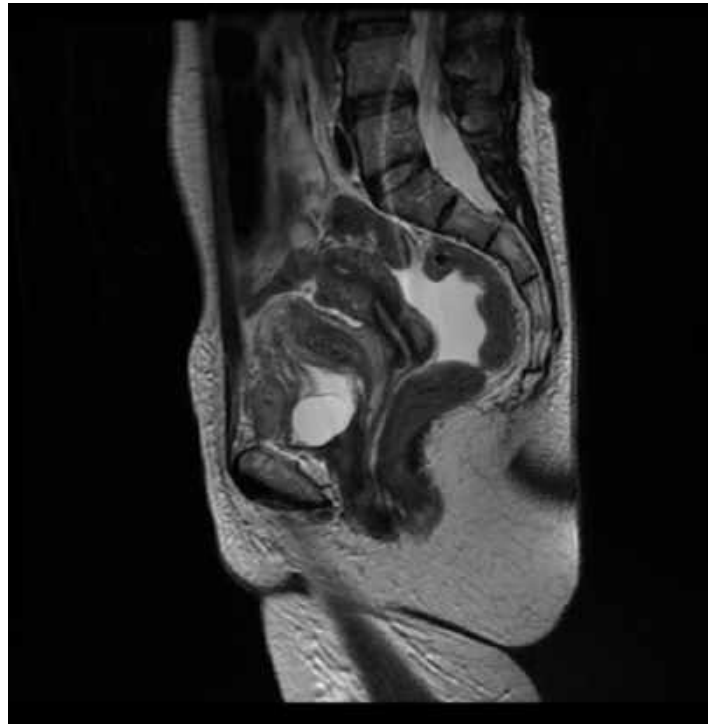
Resonancia magnética: masa pélvica con compresión vesical.
